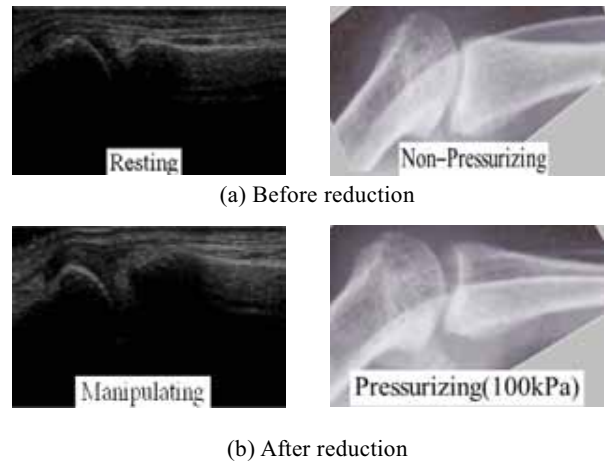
X-ray of the thumb
